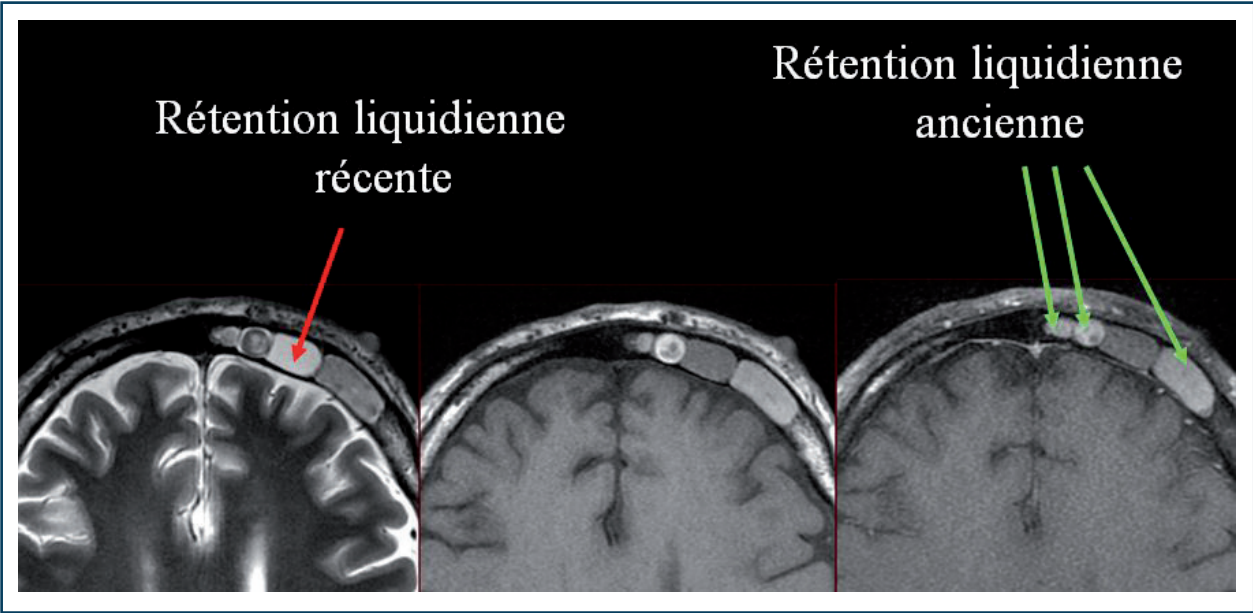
Signaux IRM d'une rétention liquidienne récente versus une rétention ancienne. La rétention liquidienne ancienne apparaît en hyposignal (gris) en T2 (image axiale gauche), et surtout spontanément en hypersignal (gris clair) en T1 sans injection (image axiale centrale), sans rehaussement après injection (image axiale droite).
